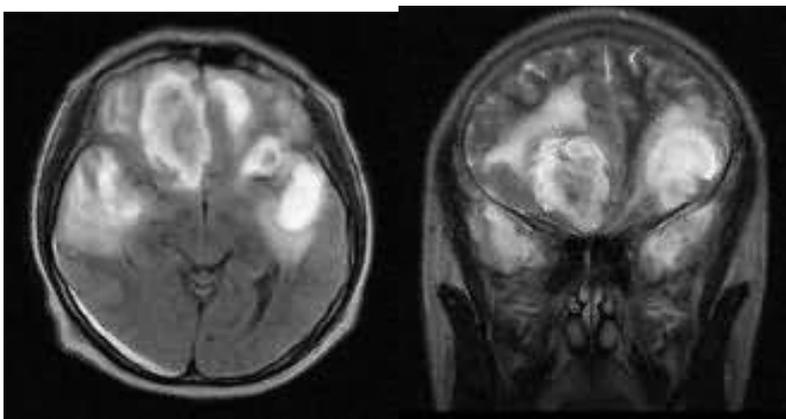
МРТ. Больной Л., 41 год.
